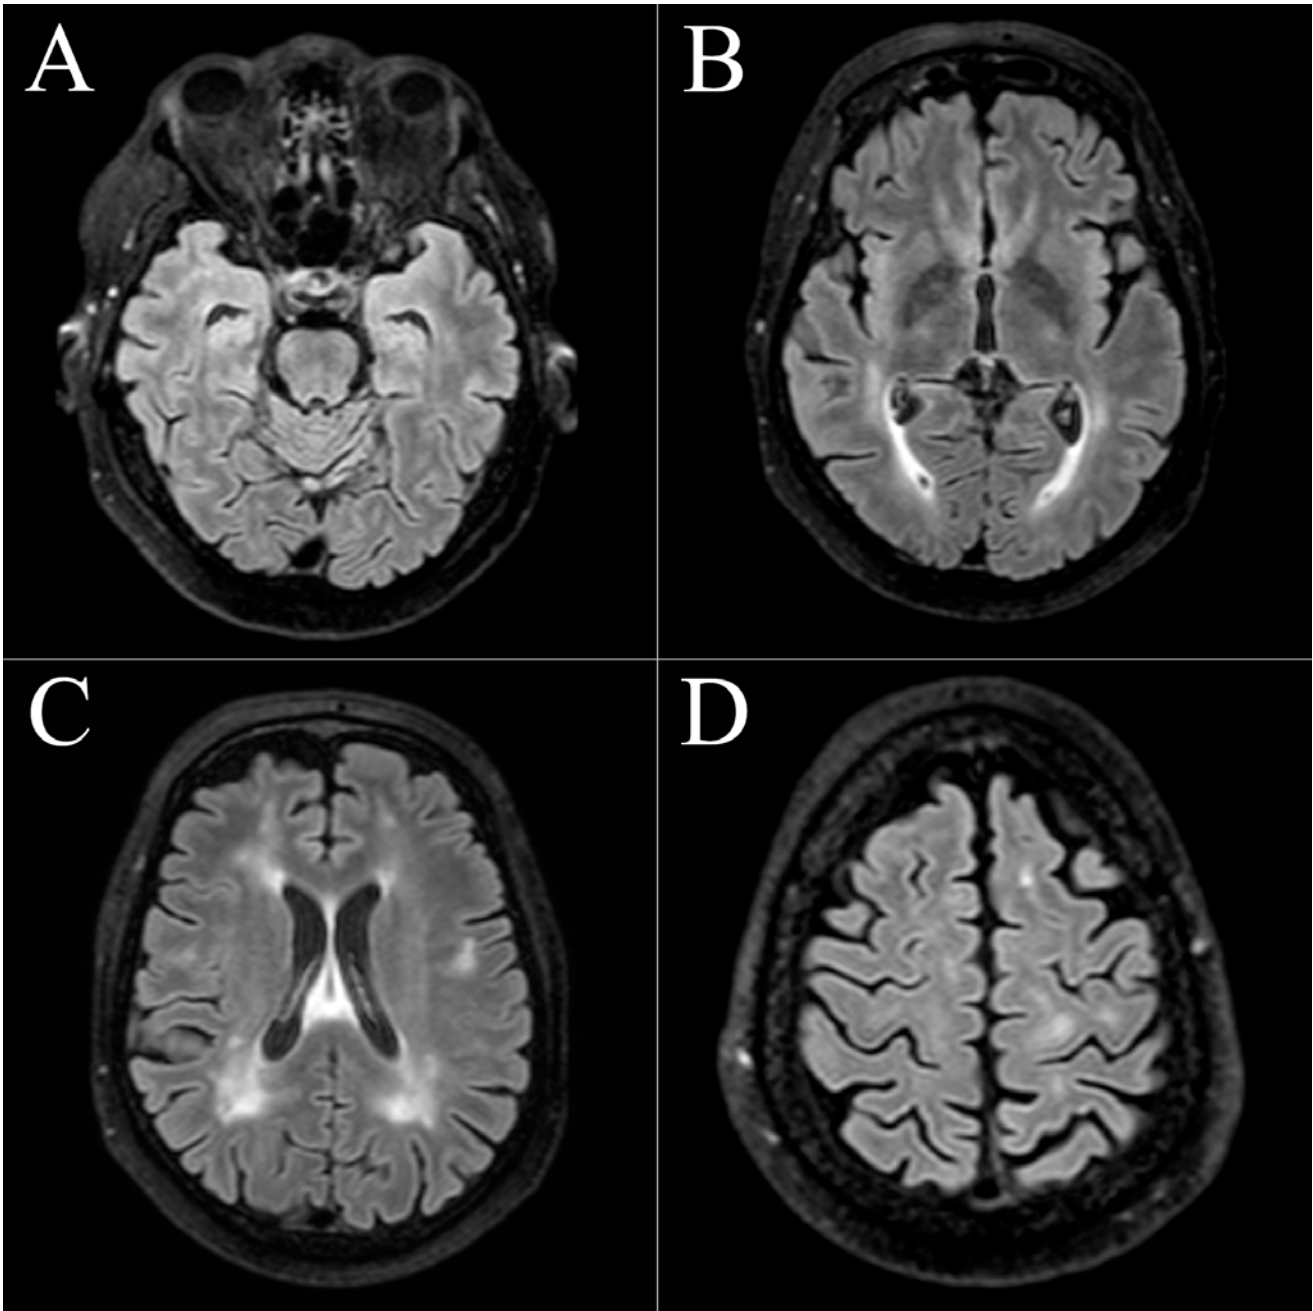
Final follow-up MRI. Axial T2-weighted FLAIR images show regression of the changes at the level of the temporal lobe (A) and in the insular region (B). Significantly decreased number of lesions in the periventricular white matter (C) and the semioval region (D)
